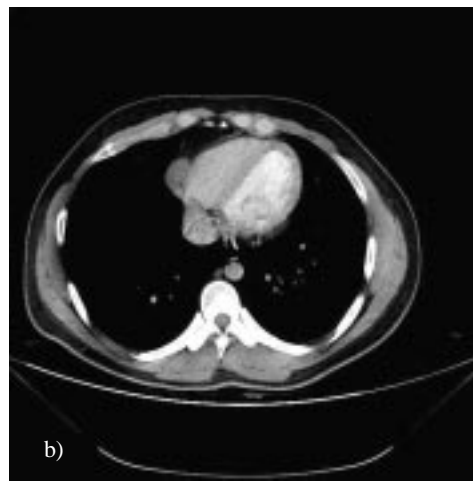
TAC de tórax a) con contraste precoz b) corte más caudal
